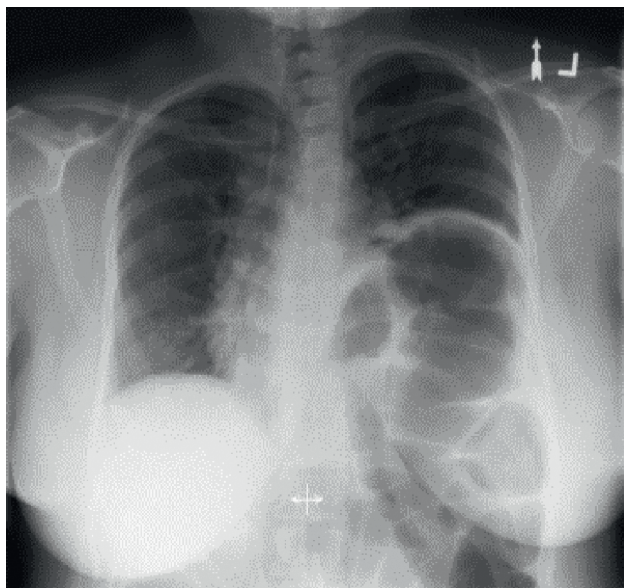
Рентгенограмма грудной клетки в прямой проекции больного с хроническим подъемом левой половины диафрагмы неизвестной этиологии [23]
